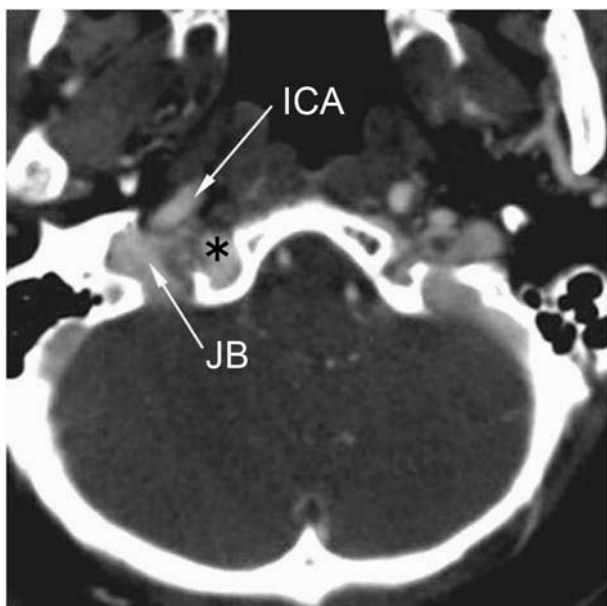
Case 1 : CT angiography source image showing dilation of the right hypoglossal canal and intracanalicular venous pouch (asterisk).
